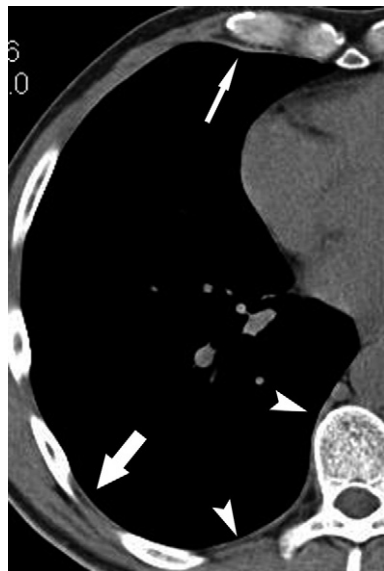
Espace intercostal en TDM.
